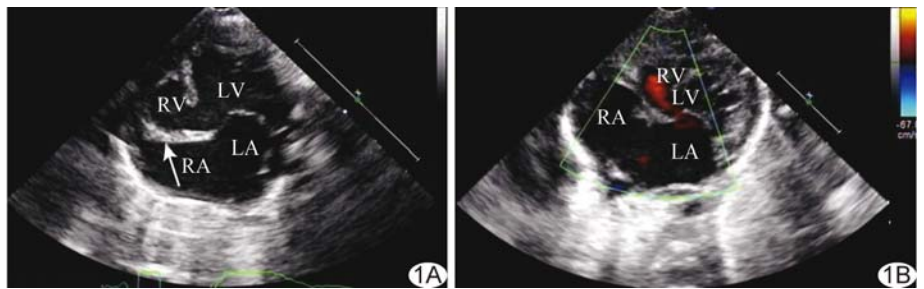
三尖瓣闭锁超声表现 A. 左心房、左心室体积增大, 右心室体积较小, 三尖瓣处见较厚肌性组织(箭), 房间隔及室间隔见回声脱失; B. 室间隔见左向右红色分流信号 (LA: 左心房; LV: 左心室; RA: 右心房; RV: 右心室)
